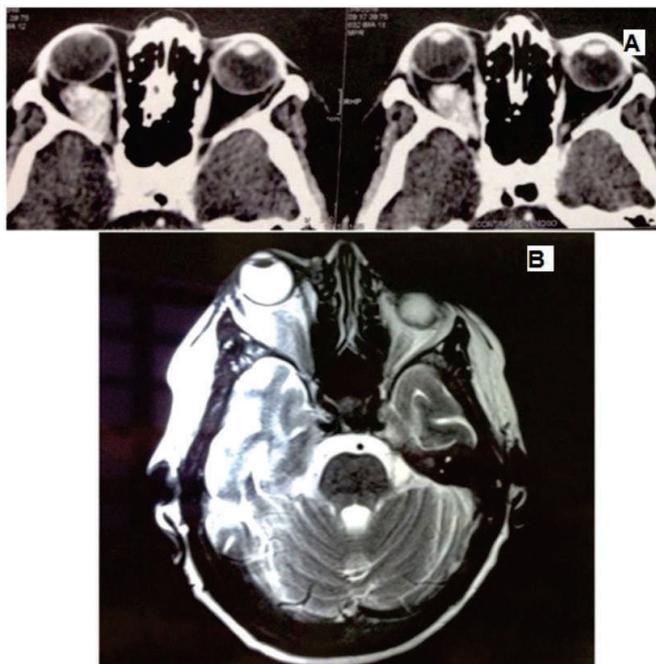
A) superior: tomografia de órbitas com massa intraconal à direita; B) inferior: ressonância nuclear magnética de órbitas com massa intraconal à direita.
